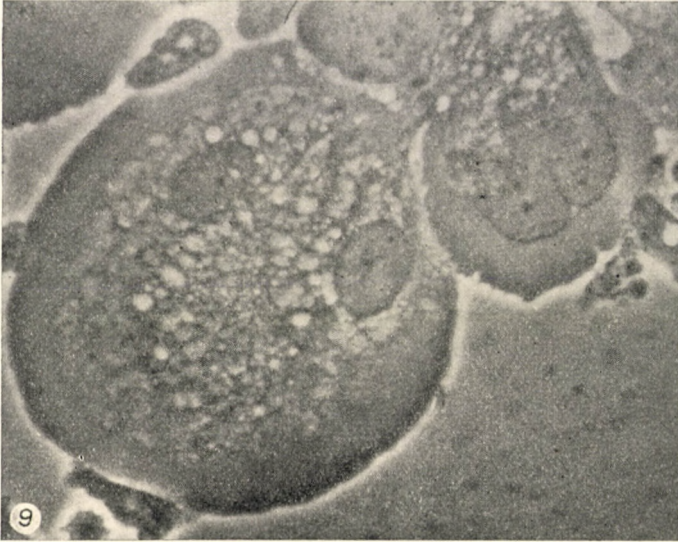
Nach 8000 r Kontakt-Röntgen. Flächenepithelzellen vom Oberflächen- und parabasalen Typ aus der Nachbarschaft des karzinomatösen Gebietes. Schädigung der Kernmembran und grobkörnige Umwandlung des Zytoplasmas können bereits beobachtet werden
